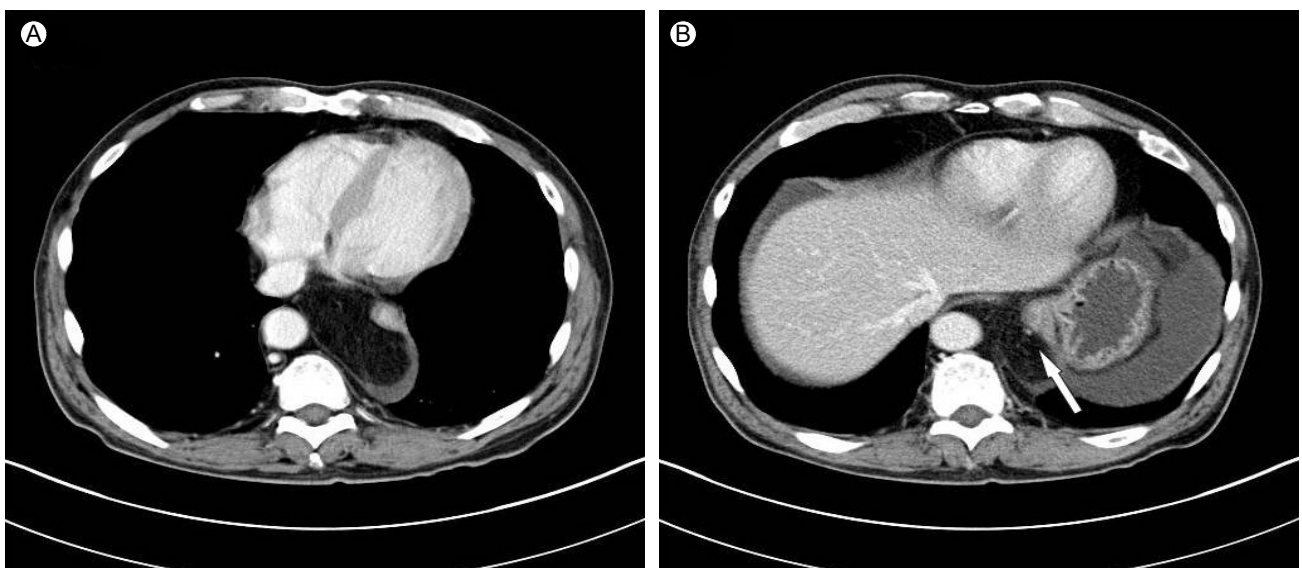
CT revealed (A) a large retrocardiac fatty mass and (B) the esophageal branch of the left gastric artery (arrow) with enhancement.
